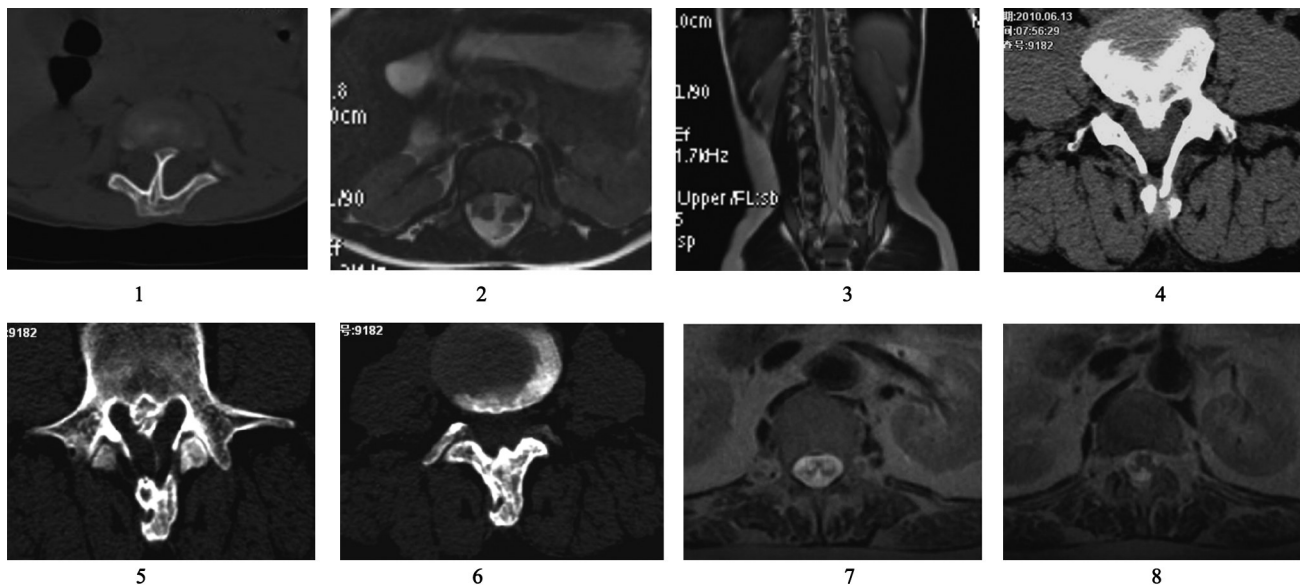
I a 型 DM，图 1、2、3 分别为 CT 轴位图、MR-T₂WI 轴位图和冠状位图。图 4-6，I b 型 DM，均为 CT 轴位图。图 7-8，II a 型 DM，为 MR-T₂WI 图。
